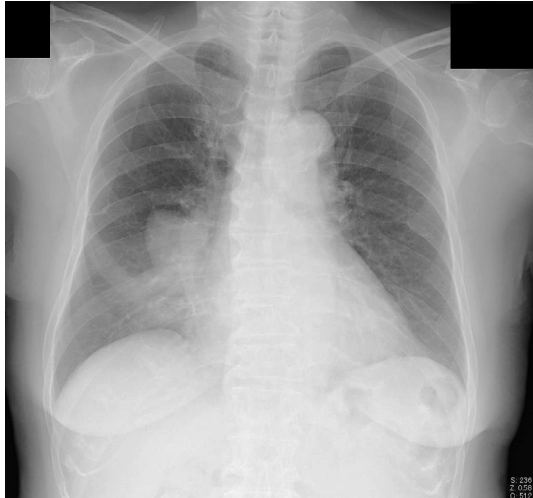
A chest radiograph at admission revealed a mass shadow in the right middle lung field.
